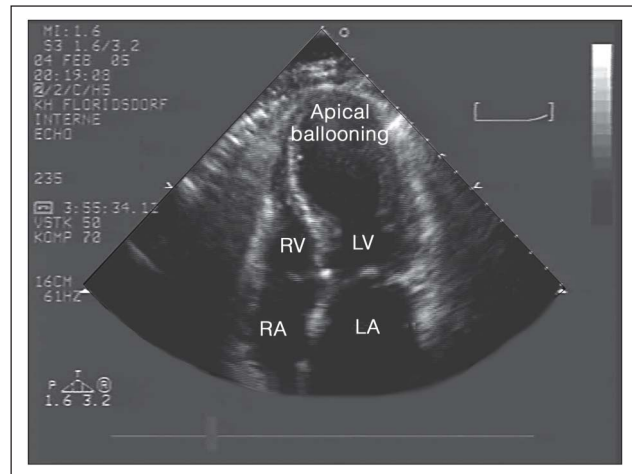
Echokardiographie bei Spitalsaufnahme, Vierkammerblick
